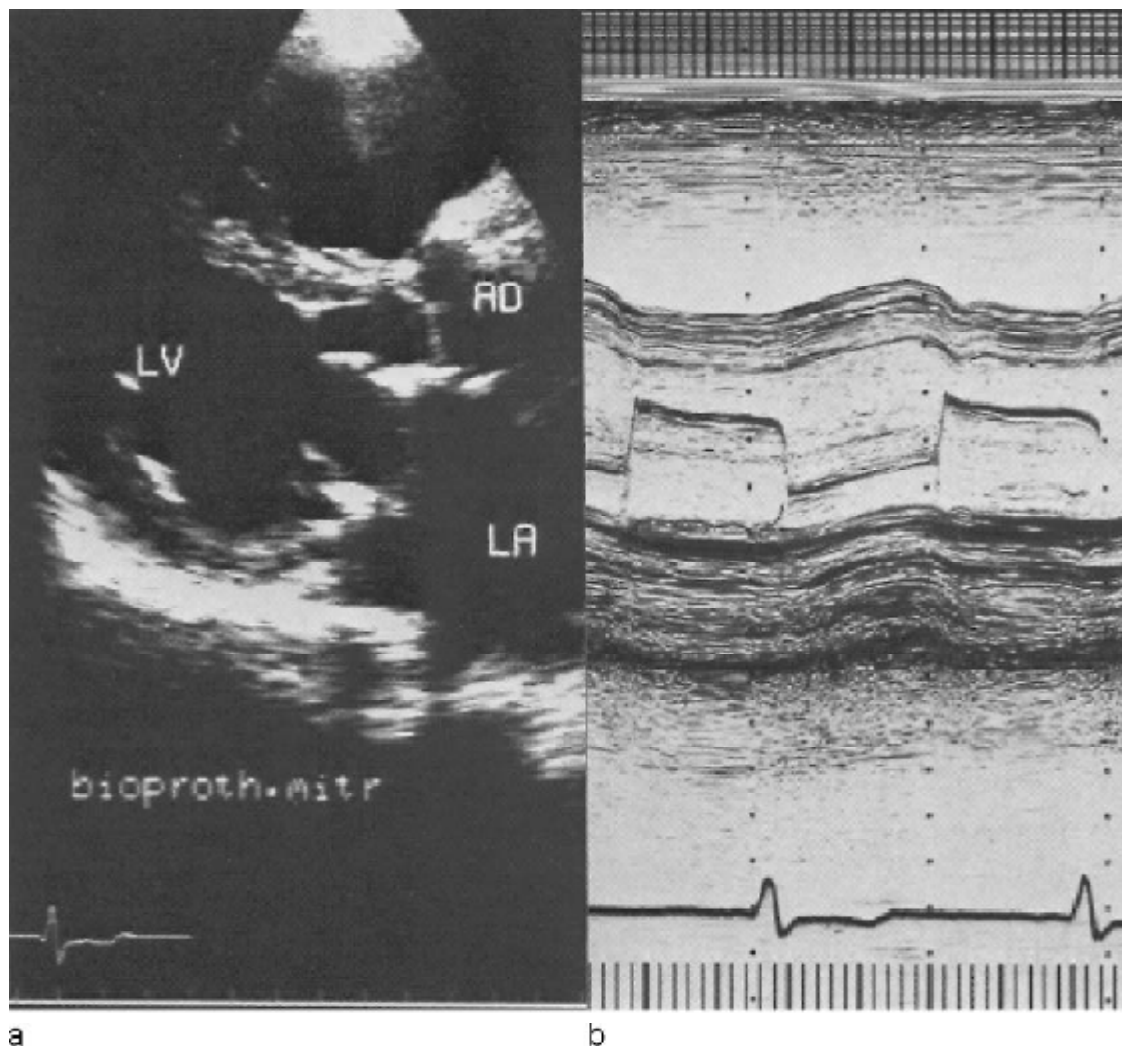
Bioprothèse mitrale normale en coupe parasternale longitudinale, en diastole (a), et en écho TM (b).
